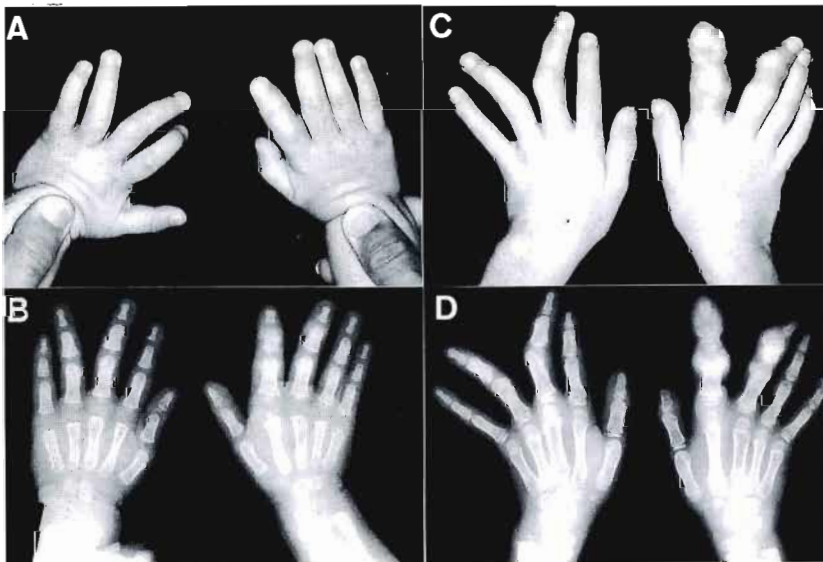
Appearance and X-ray view of bilateral hands in the case with Proteus syndrome at the age of 1 year and 7 months, and 6 years and 5 months. Moderate macrodactyly of the right index and long fingers and clinodactyly of the left long and ring fingers were seen at 1 year and 7 months (A, B). These deformities were progressed at 6 years and 5 months. In macrodactyly, X-ray revealed cauliflower like hypertrophy of phalangeal bones at metaphyses (C, D).
